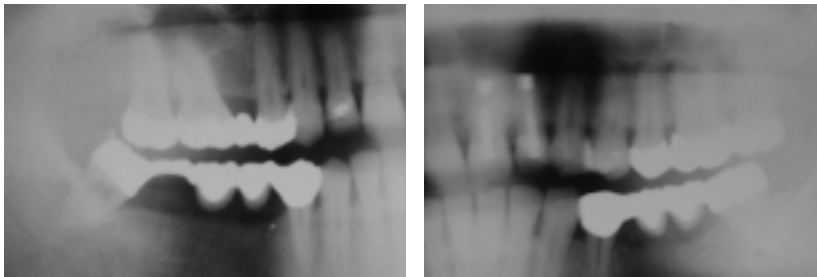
Röntgenbefund im Jahr 1999.
